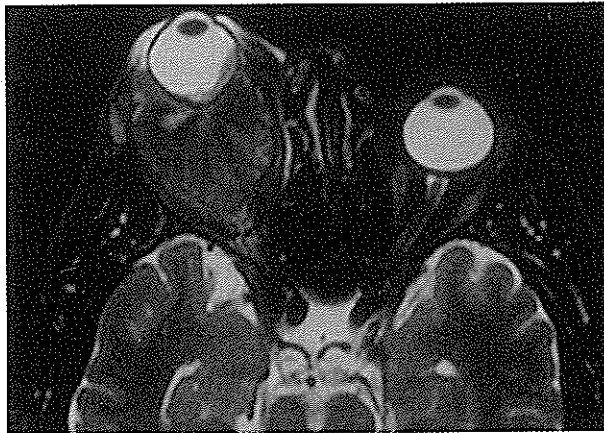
T1 ağırlıklı MRG'de hiperintens görünümde orbita melanomu*
